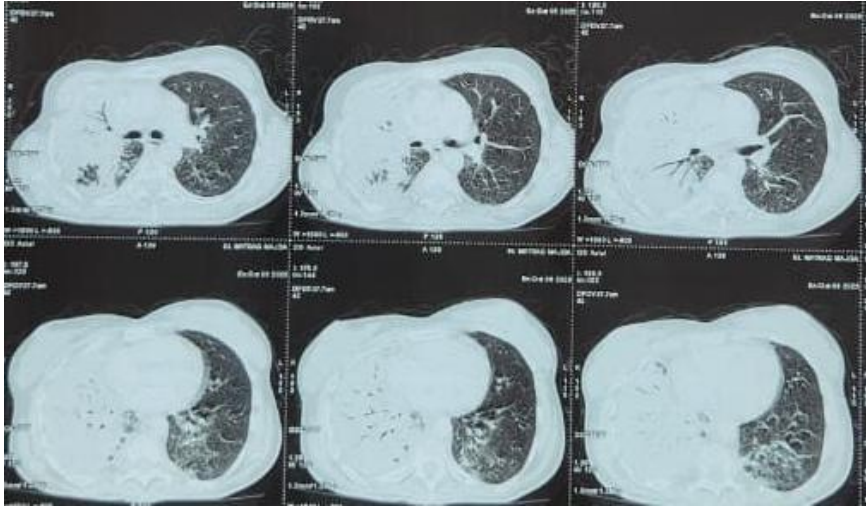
Fenêtre parenchymateuse de la TDM thoracique objectivant un foyer de condensation droit
